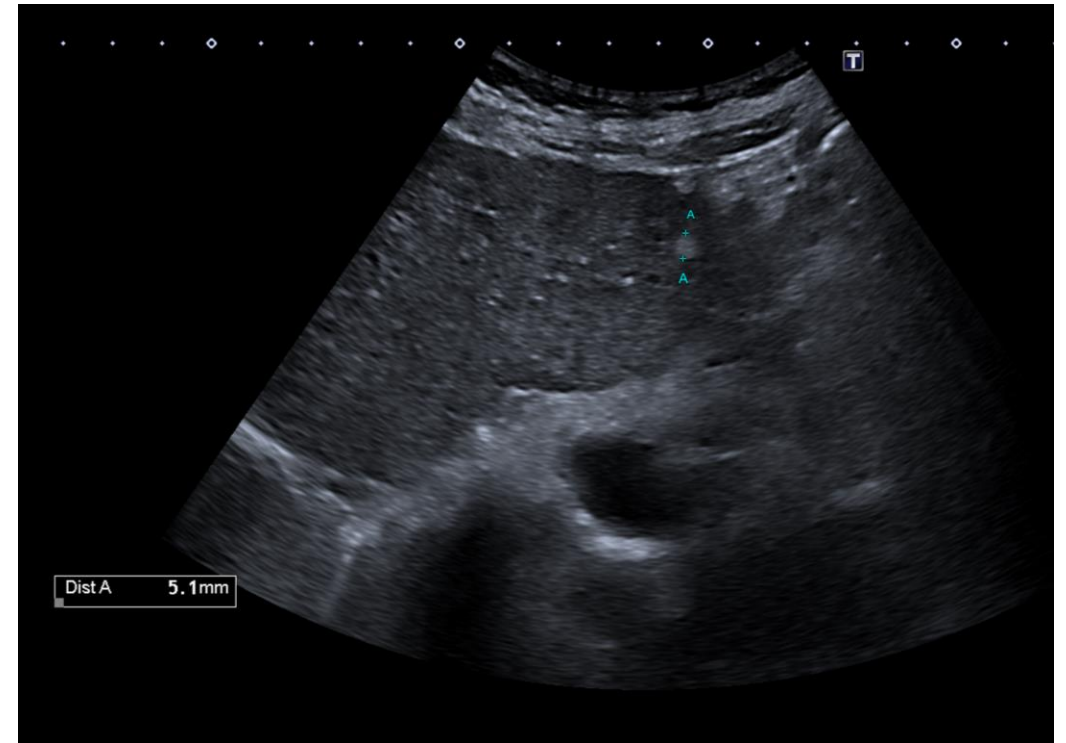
Paciente de 58 años con cirrosis. En ecografía de control se visualiza nódulo de 5 mm hiperecogénico, con diagnóstico previo por TC multifásico de hemangioma. US-LIRADS 1.
